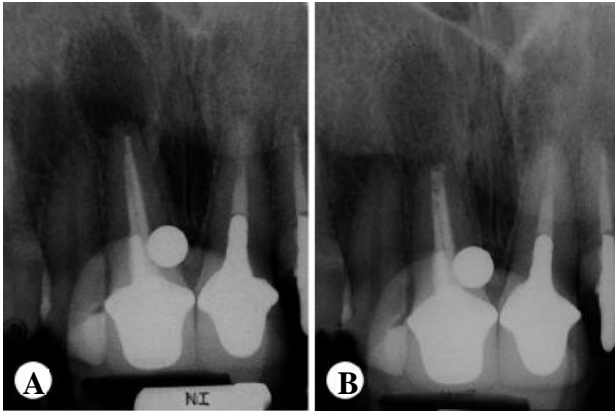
Radiografia Convencional - A: Antes e B: 8meses após cirurgia periododôntica
